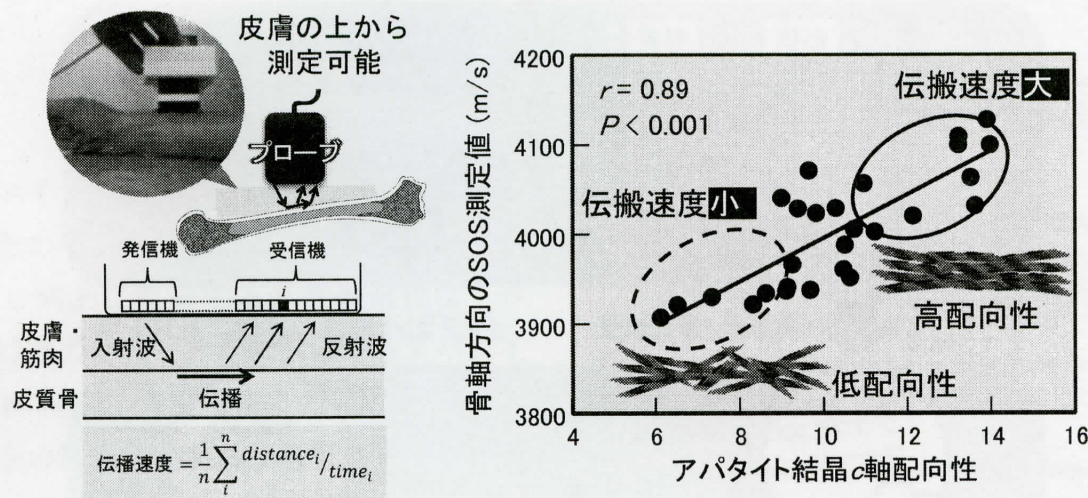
超音波を用いた非侵襲的なアパタイト結晶c軸配向性（骨基質配向性）の新たな解析手法。骨軸に沿ったSOS（Speed of Sound）により骨基質配向性は弾性率を介して間接的に評価可能となる（文献32から改変引用）。
